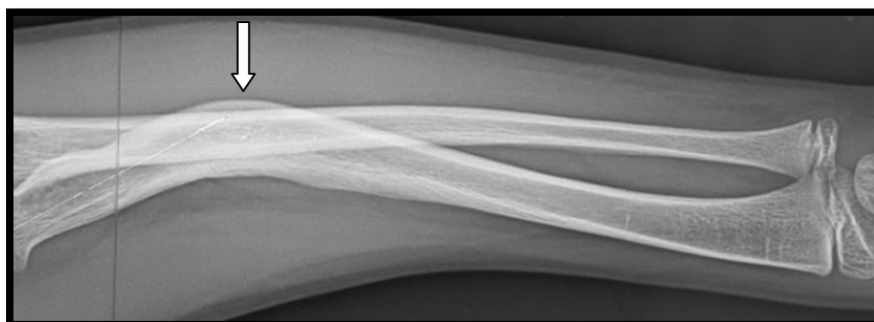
Radiographie de l'avant-bras d'un enfant âgé de 11 ans traité orthopédiquement et perdu de vue (déplacement secondaire) et évolution vers un cal vicieux du radius.
